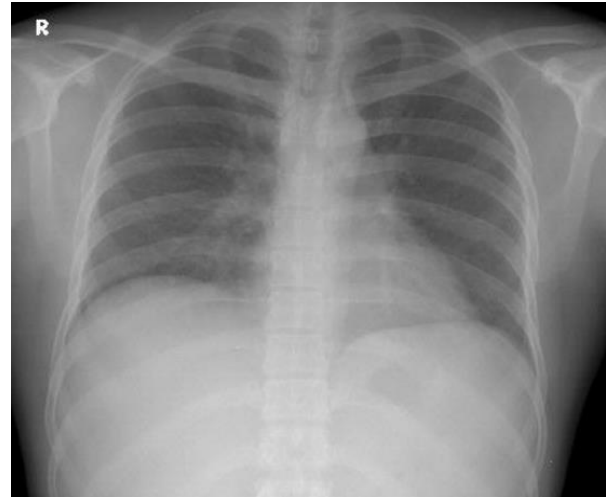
Radiografía de tórax: ápices libres de lesiones, ensanchamiento mediastinal aumento de trama bronco vascular basal bilateral (Departamento de Imagenología).
